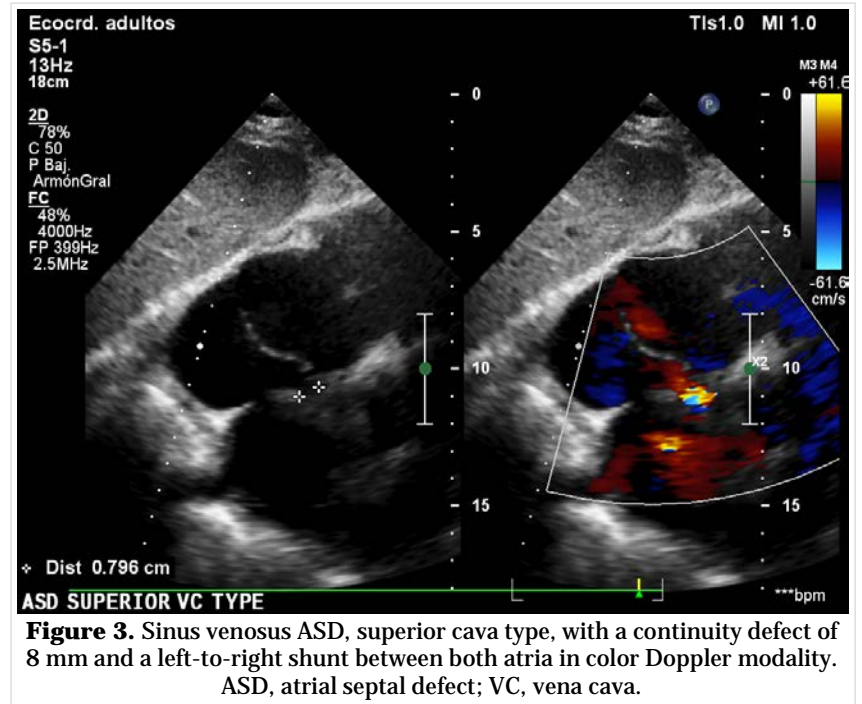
Sinus venosus ASD, superior cava type, with a continuity defect of 8 mm and a left-to-right shunt between both atria in color Doppler modality. ASD, atrial septal defect; VC, vena cava.
